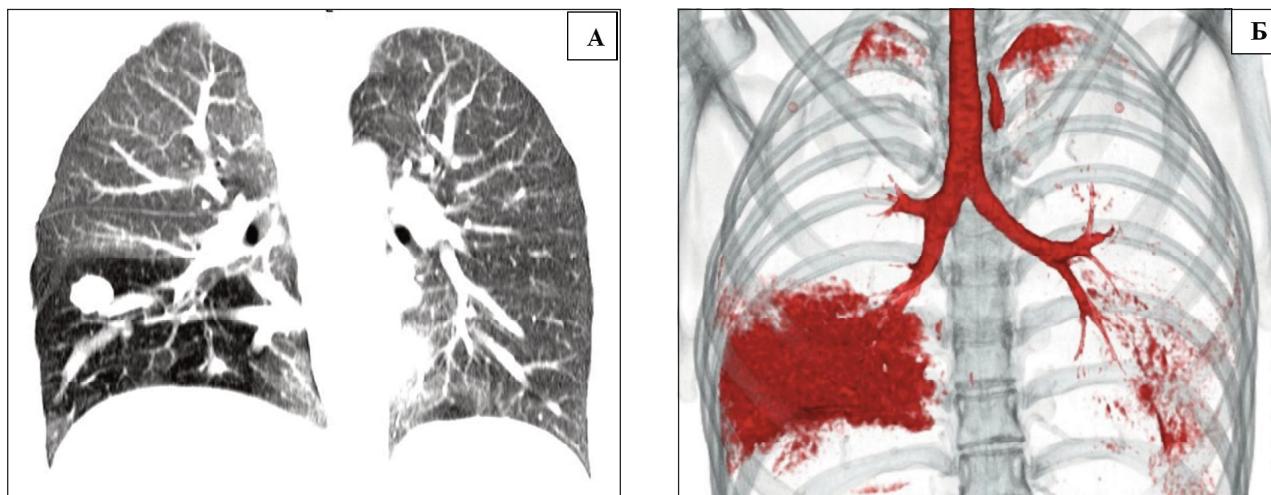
А – мультипланарная реконструкция МСКТ во фронтальной плоскости, окружной формы образование (туберкулема) выявляется на фоне гиперинфляции нижней доли. Б – 3-мерная модель нарушения вентиляции в нижней доле. Исследование проведено в экспираторную фазу дыхания.
